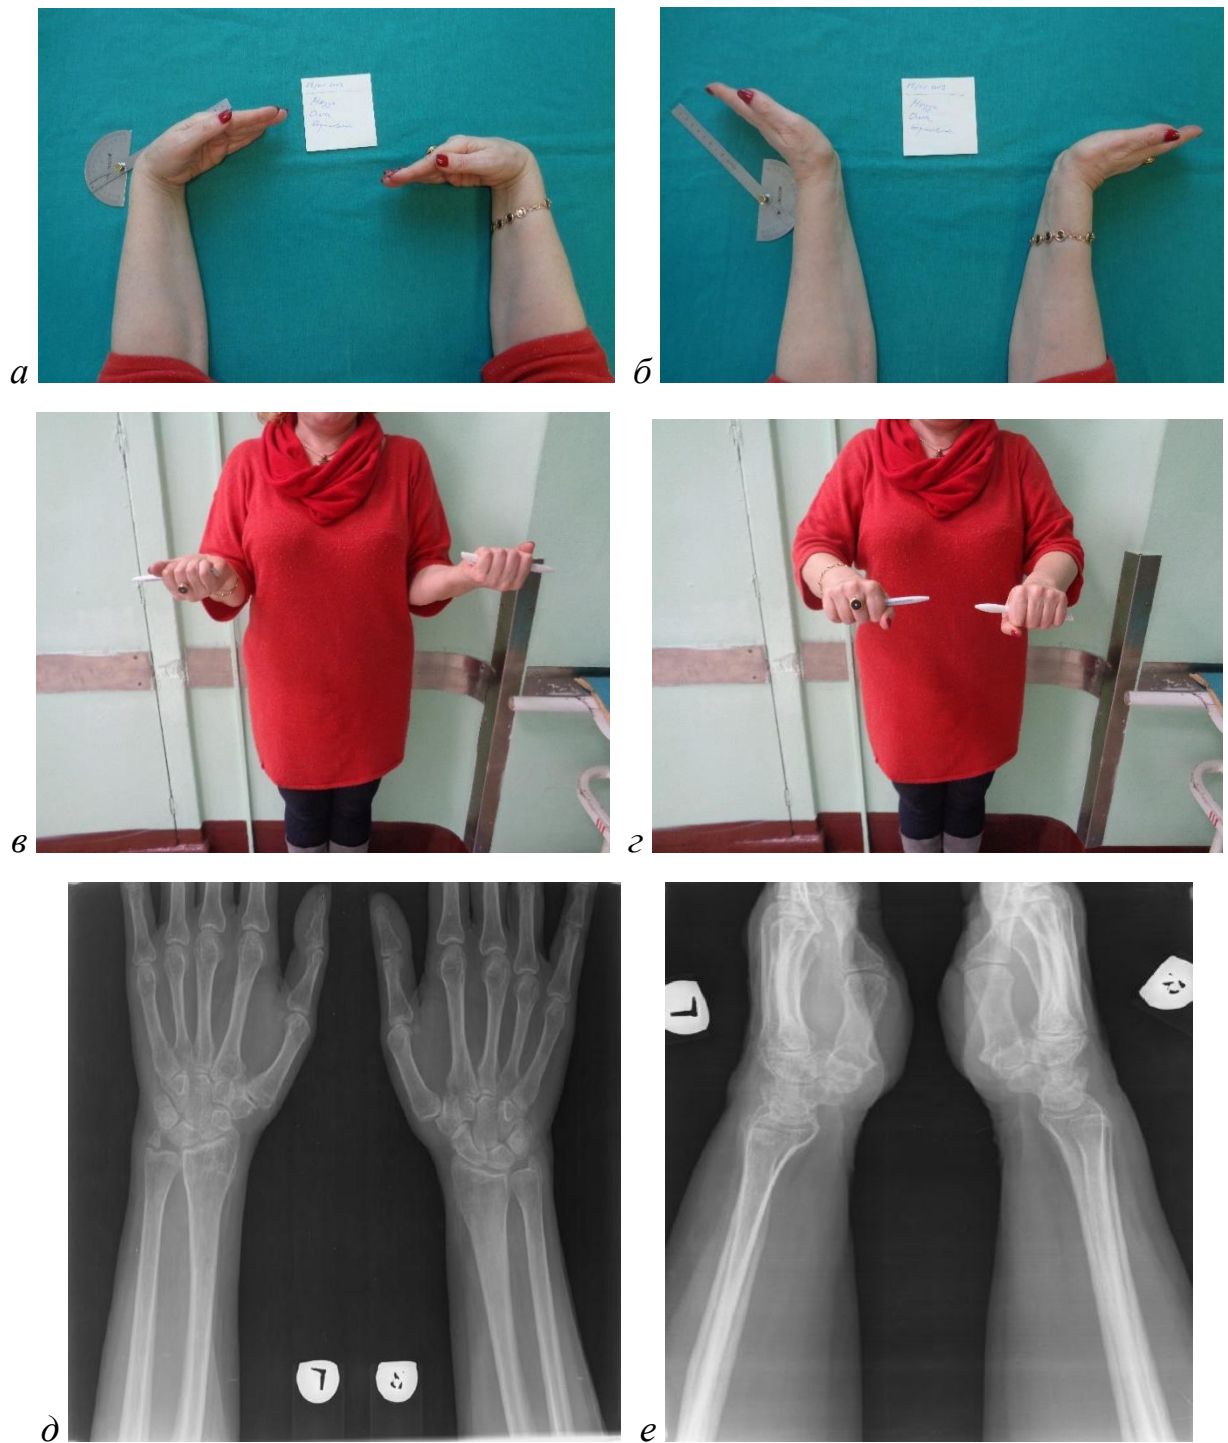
Пострадавшая М., 59 лет. Анатомио-функциональный результат через 1 год после операции, ограничение сгибания (а) на 30°, разгибания (б) на 45°, супинация (в) и пронация (з) по 90°, в сравнении со здоровой конечностью. Сравнительные рентгенограммы левого и правого лучезапястных суставов в прямой (д) и боковой (е) проекциях. Определяются консолидация перелома ДМЭЛК, признаки артроза II стадии левого лучезапястного сустава и ложный сустав шиловидного отростка левой локтевой кости. Рентгенологические вне- и внутрисуставные параметры в пределах нормы
